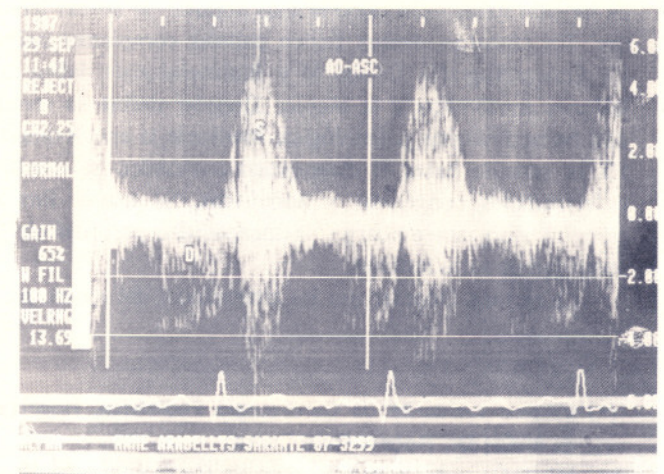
Doppler continuo desde la horquilla esternal en un caso con estenosis aórtica, velocidad sistólica (S) de 5 M/seg indicando un gradiente severo de 100 mmHg y disturbio diastólico (D) indicando insuficiencia aórtica.
